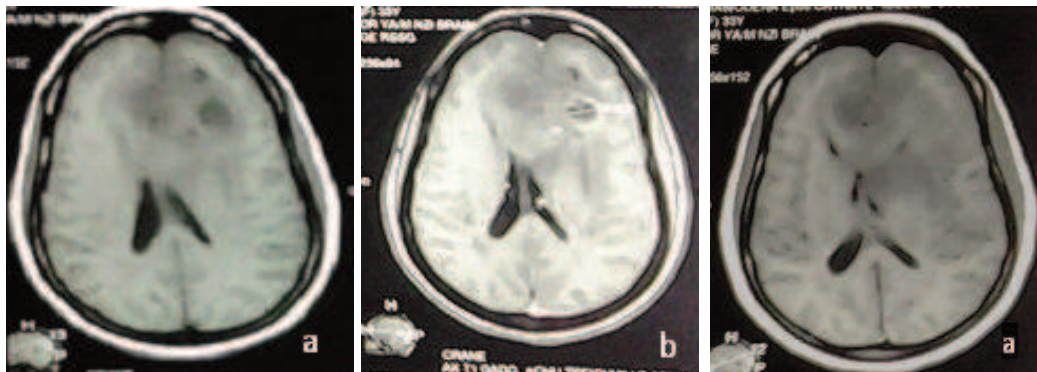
IRM à 14 semaines d'aménorrhée séquence T1 sans injection de gadolinium (a), T1 après injection de gadolinium (b) séquenceflair en coupe axial (c).
